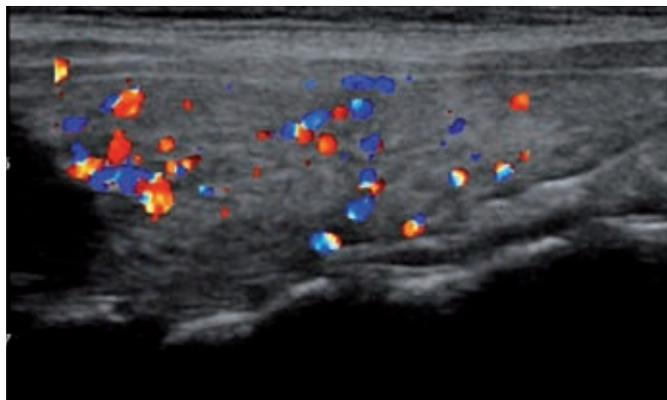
Corte longitudinal del lóbulo tiroideo derecho. Ecografía con Doppler color, la imagen muestra aumento de la vascularización en una niña con tiroiditis autoinmune.
